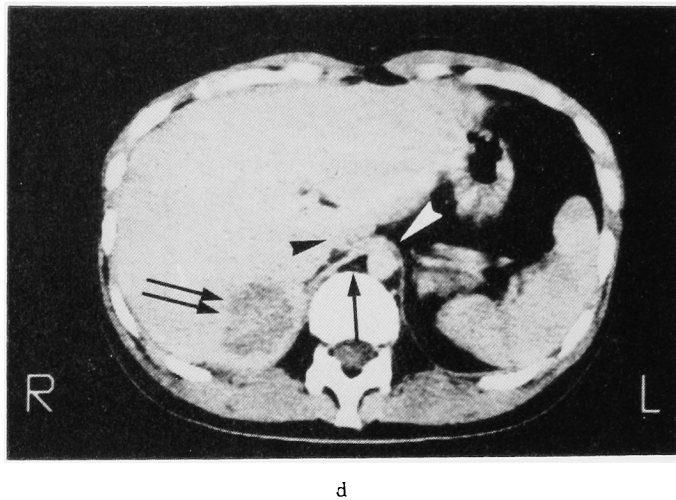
Retrocrural CT in the case 1. a: Before induction chemotherapy, b After induction chemotherapy, c: After resection of retroperitoneal lymph nodes, d: At the recurrence of the metastatic lesions of liver. Arrow heads indicate inferior vena cava, big arrows lymphnode swelling in the retrocrural space, and small arrow or white arrow heads aorta.
